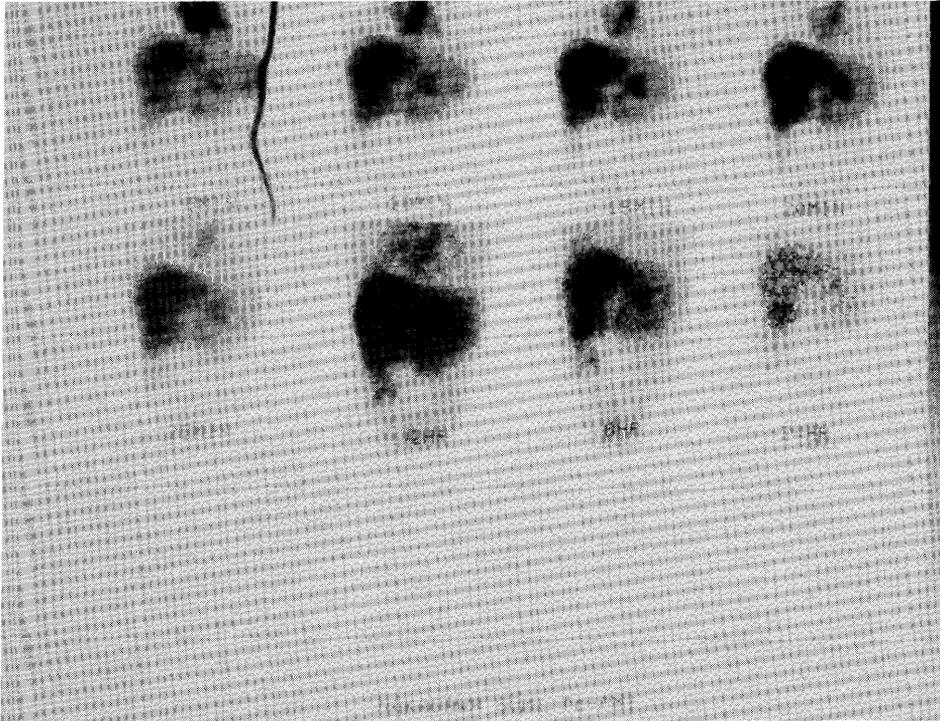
Hepatobiliary scintigraphy 24 hours after injection of Tc-99m-PMT shows remaining blood pool. Excretion into duodenum is minimal.
